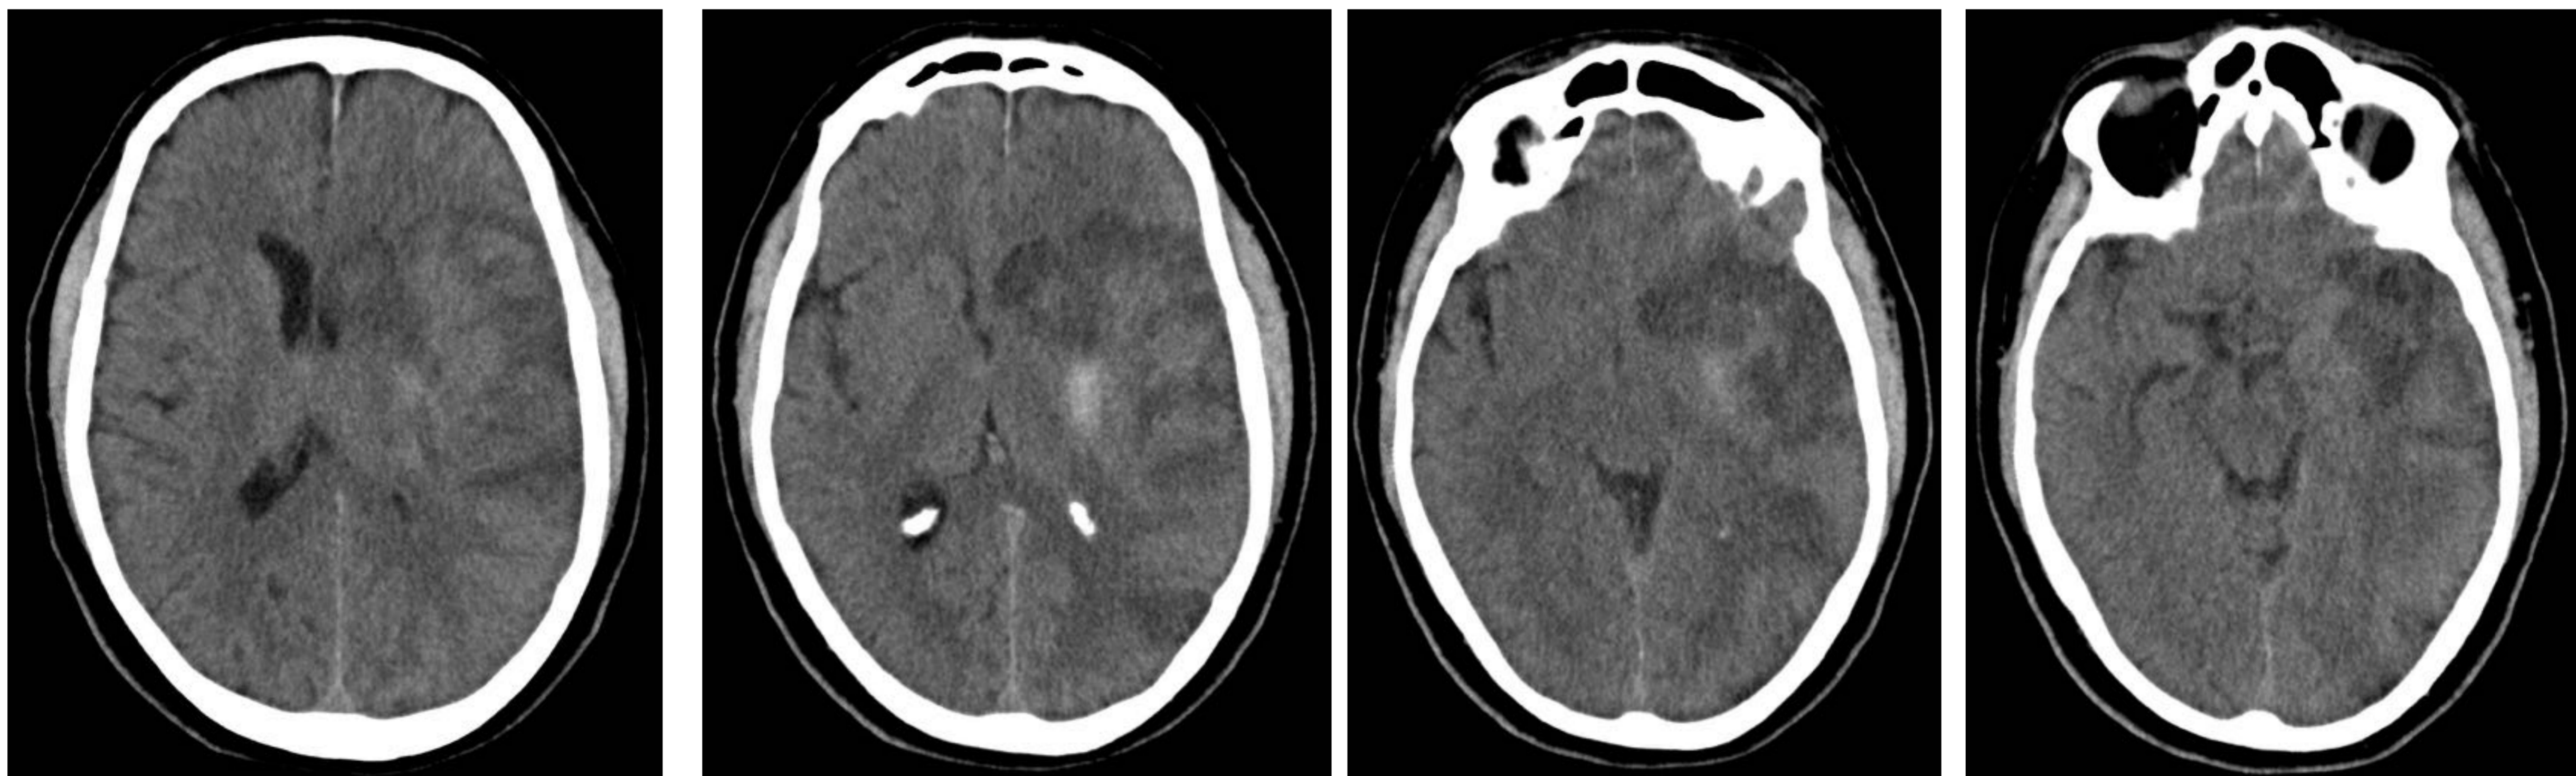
y 46 (cortes axiales TC): Infarto isquémico subagudo del territorio de ACM izquierda. Herniación uncinal con amputación de cisterna supraselar izquierda. Herniación subfalcina con desplazamiento de la línea media de 6mm.
